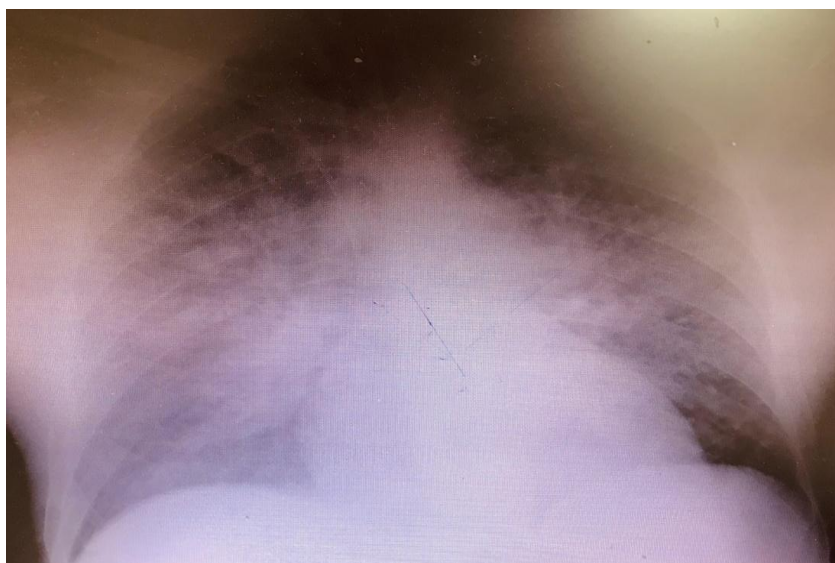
Radiographie thoracique de face montrant des images en faveur d'un OAP après réanimation cardiopulmonaire
